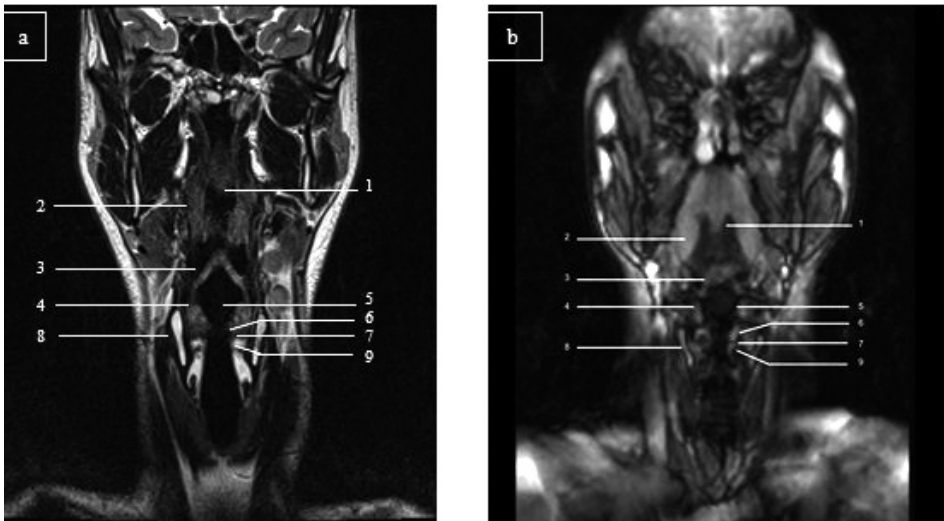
Identification et correspondance des structures anatomiques en coupe coronale cervicale haute a) en IRM morphologique b) en mode True-FISP.
